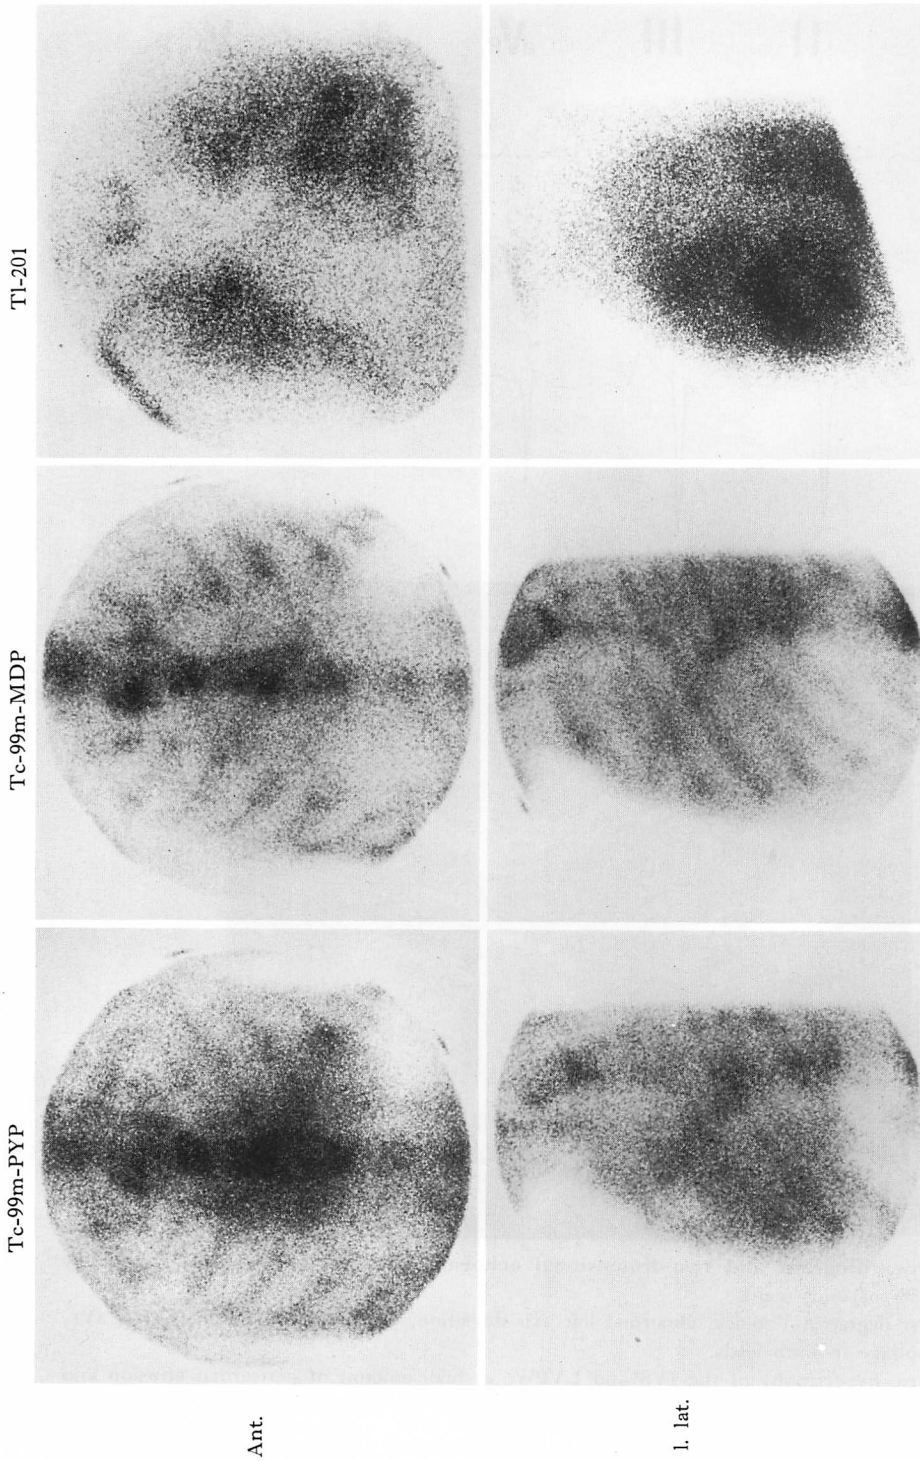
Myocardial scintigrams of the same case as shown in Fig. 9.
